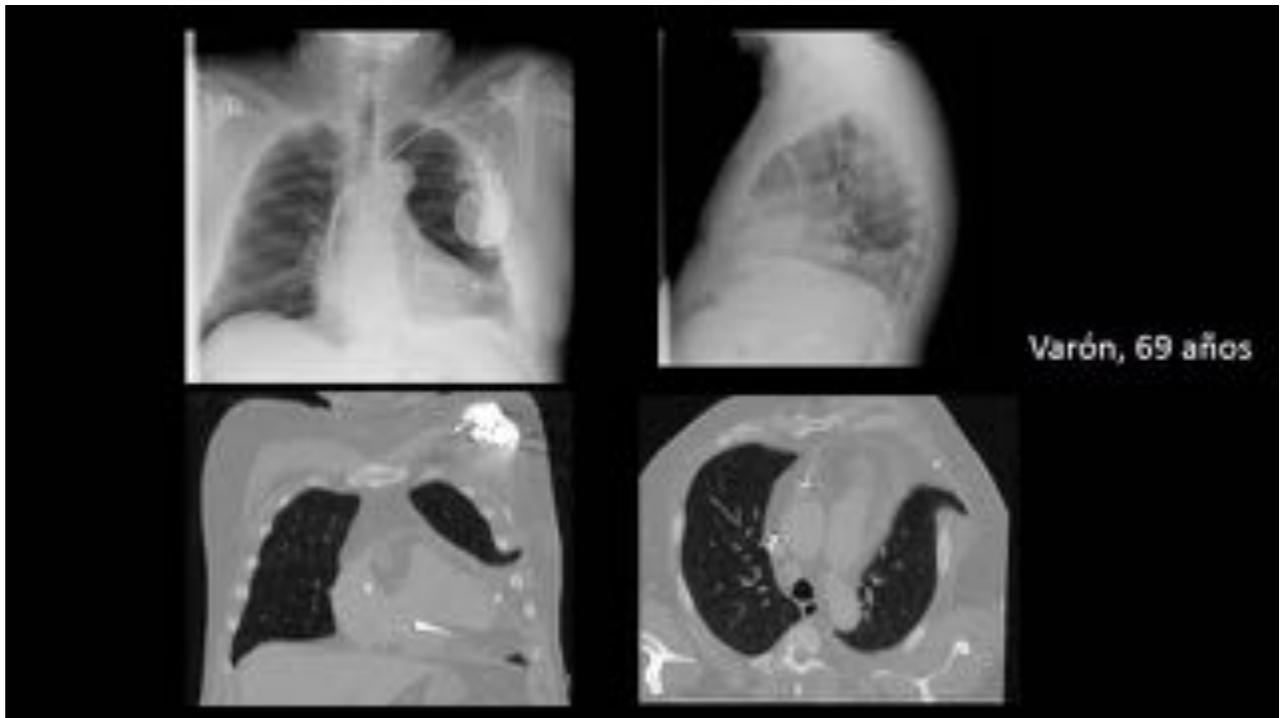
Rx simple de Torax en proyecciones posteroanterior y lateral. TC de tórax en planos coronal y axial. Paciente de 69 años con marcapasos epicárdico (flecha blanca) con entrada a nivel del 5º espacio intercostal anterior. Inmediatamente posterior a dicha entrada se visualiza una hernia pulmonar intercostal de 4 cm (flecha naranja). Marcapasos tricameral con extremos en aurícula derecha, VD y vena lateral en seno coronario.
